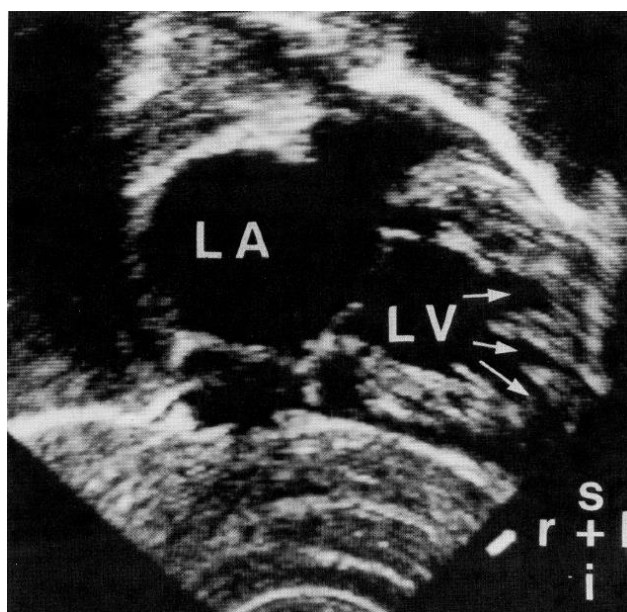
Ecocardiogramma; vista in asse corto che mostra un trabecolazione pronunciata. (LV: ventricolo sinistro; LA: atrio sinistro; r: destra; l: sinistra; s: superiore; i: inferiore) ⁶(Chin T.K. et al., 1990 p. 508, bibliografia p. 101).
